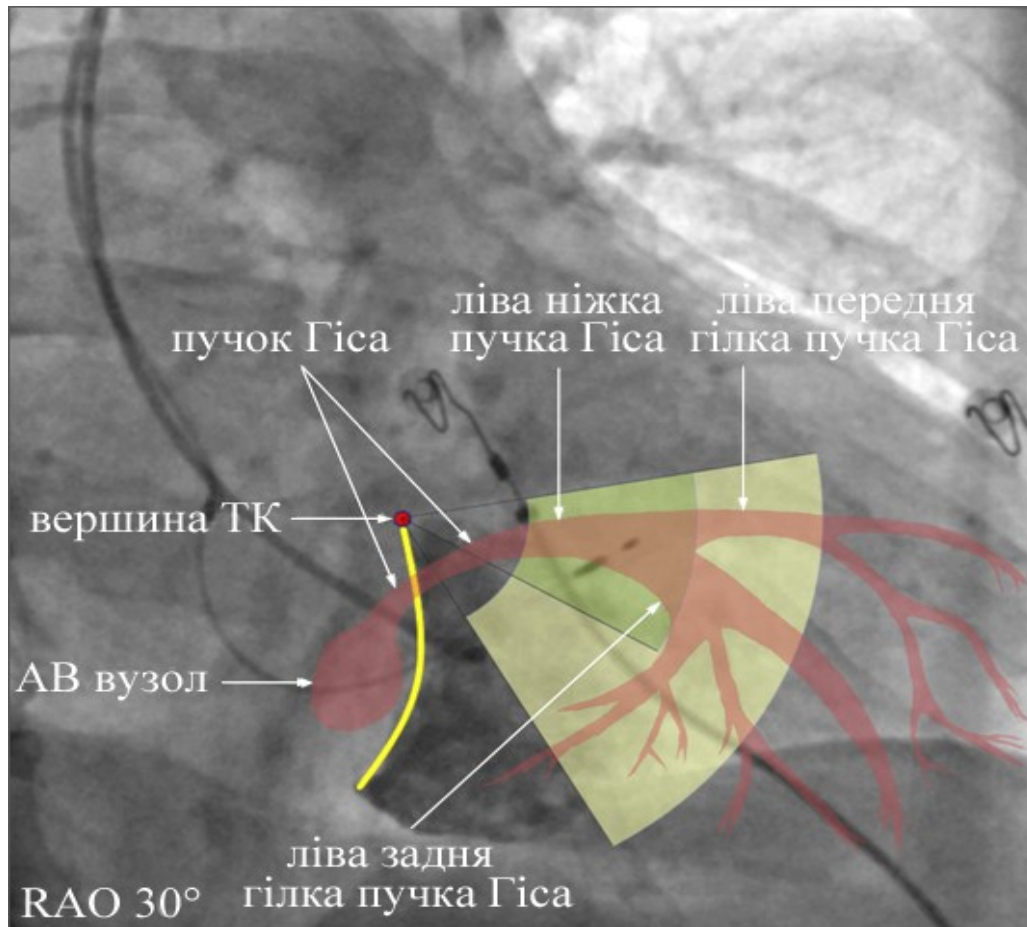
Рентгенанатомія лівої ніжки пучка Гіса.
